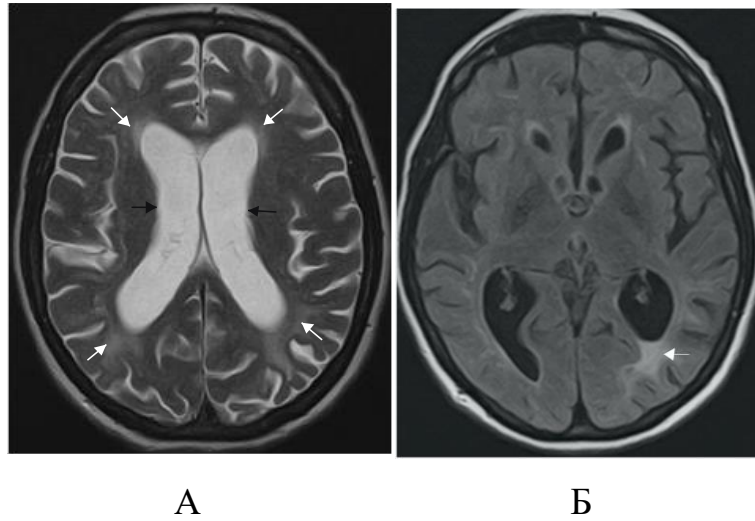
Пациент К., 42 г., ВИЧ-энцефалопатия (И/б 2713). А – T2 ВИ, Б – FLAIR. Расширение внутренних ликворных пространств (черные стрелки), симметричные диффузные изменения сигнала от белого вещества теменных долей как проявление ВИЧ-энцефалопатии (белые стрелки)
